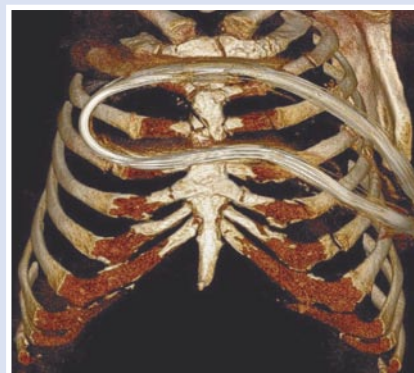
СКТ. Б-й У. 23-и сутки после операции. Стояние костных отломков удовлетворительное. Клинически отмечается формирование плотной фиброзной мозоли мест переломов.
